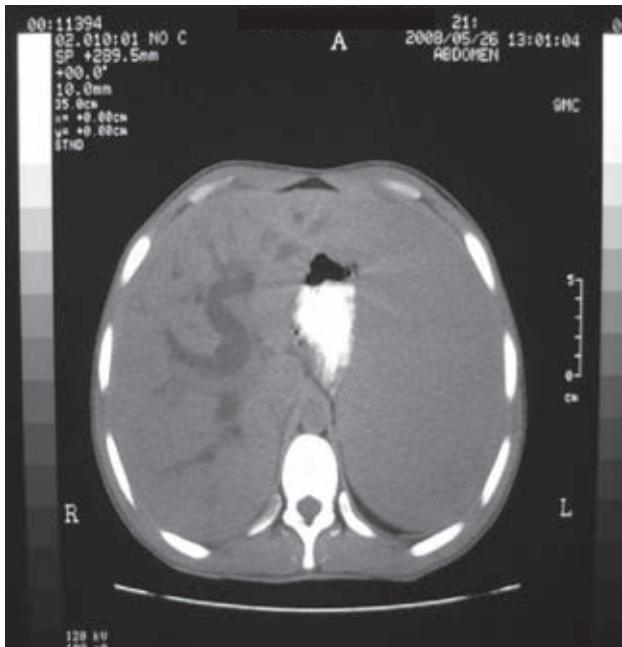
TAC con hepatosplenomegalia importante.
